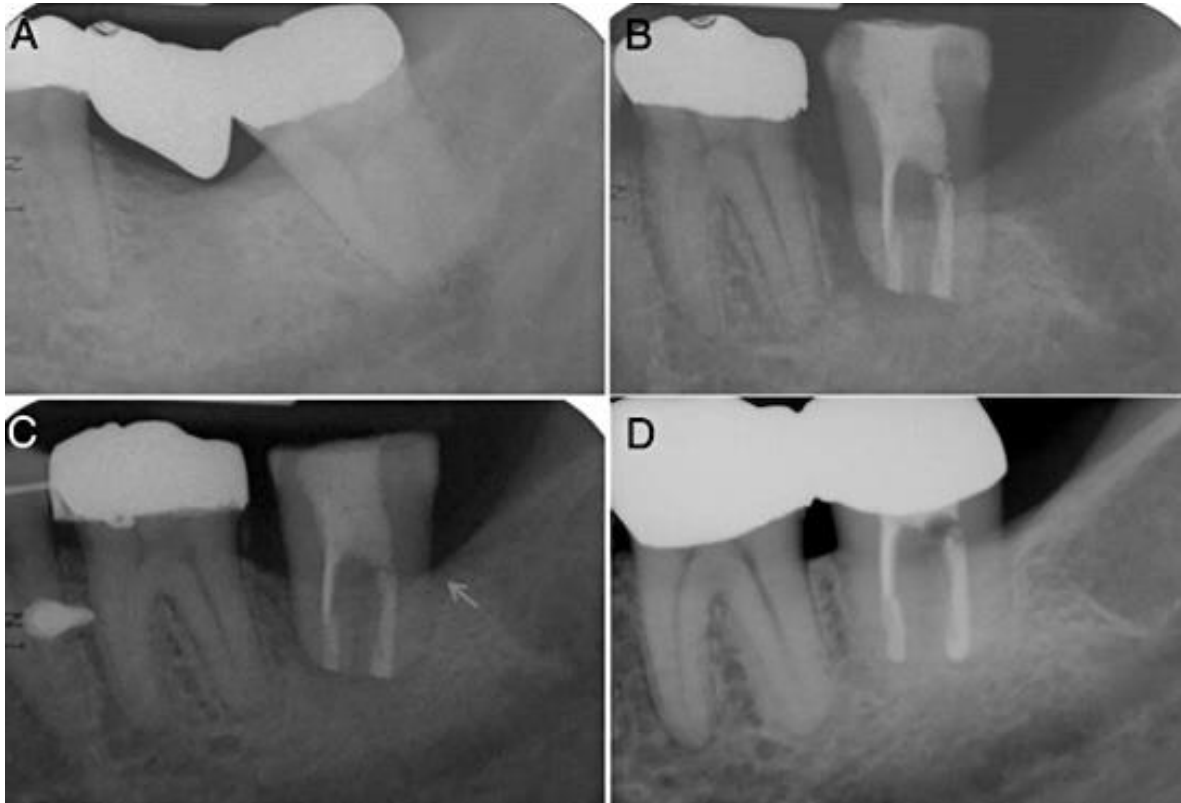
A) La radiografía periapical preoperatoria. B) La radiografía periapical posoperatoria. C) Cuatro meses después del autotrasplante. El hueso creció hasta el área cervical (flecha). D) Diez años después del autotrasplante. El trasplante fue asintomático y mantuvo un nivel óseo normal. (25)
